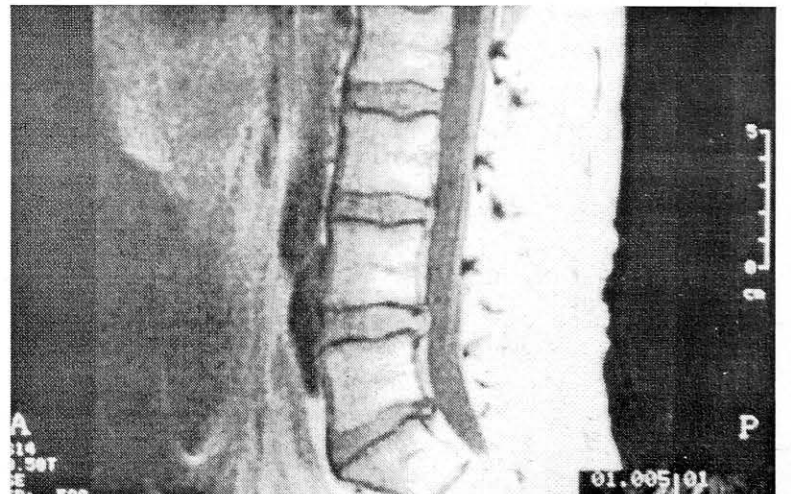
Протрузии замыкательных пластинок тел L2, L3 позвонков.
